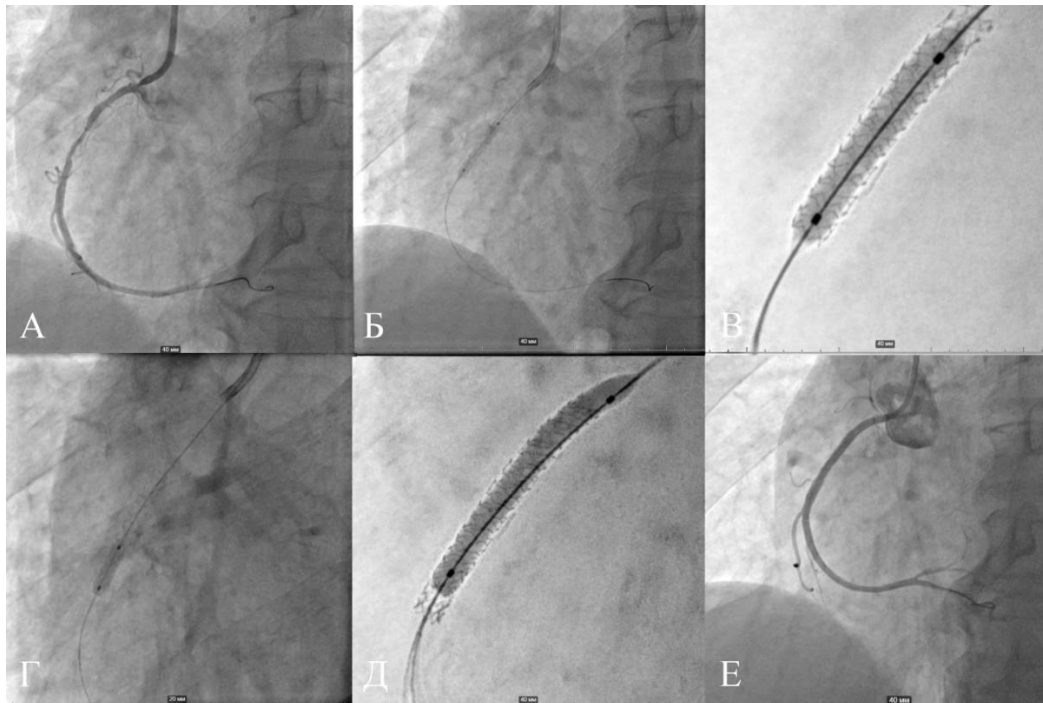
Рентгенэндоваскулярная операция
